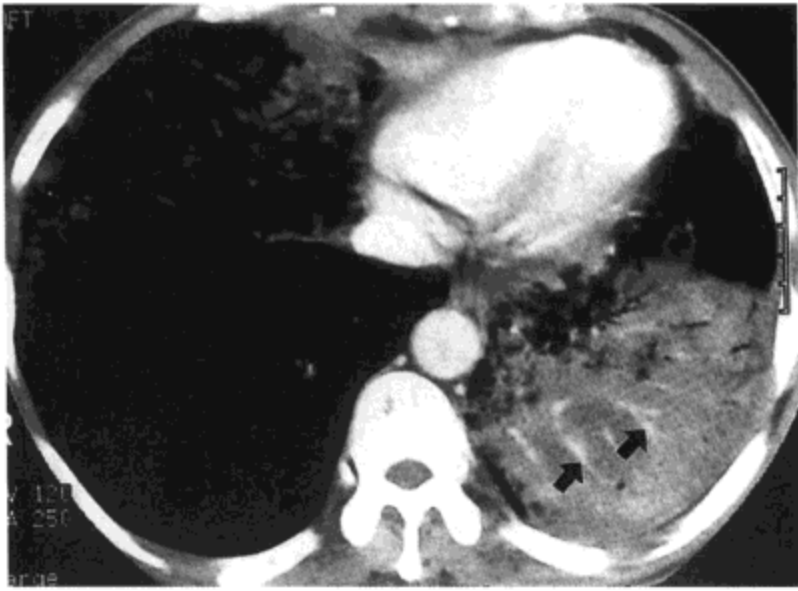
细支气管肺泡癌—肺实变与 CT 血管造影征。对比剂增强 CT 影像 (7 mm 层厚) 示左肺下叶广泛实变与右肺中叶片状实变。肺下叶实变区内可见对比剂增强的血管 (CT 血管造影征) (箭号)。病人为一 63 岁男性, 患细支气管肺泡癌 (经同意选自 Lee KS 等, Radiographics 1997;17:1345-1357)。
